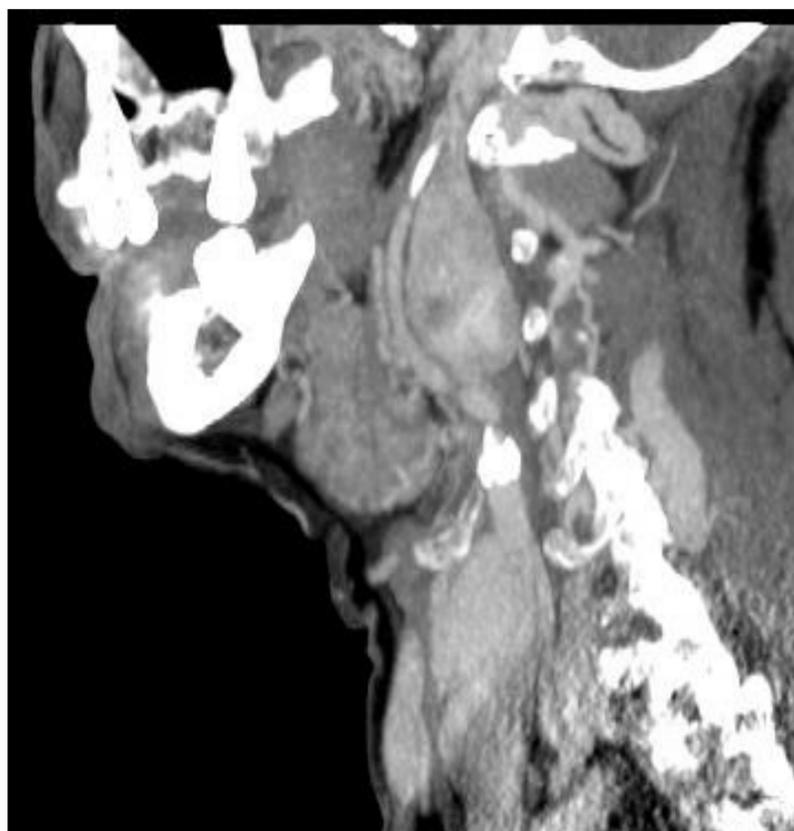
TC en reconstrucción sagital y la imagen 8 en corte axial muestran una masa que en su porción craneal que no contacta con el foramen yugular, considerándose un paraganglioma de clasificación Netterville-Glasscock grupo A.
